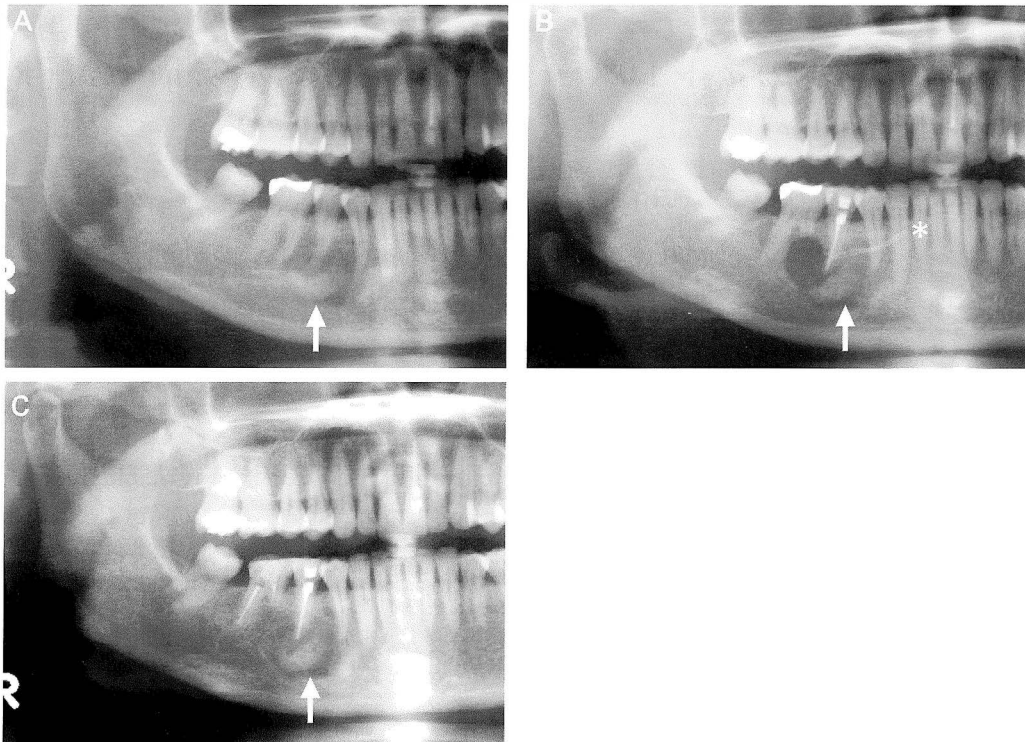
パノラマX線写真 A：初診時 51歯根尖付近にレントゲン不透過像が見られる（矢印）。B：病巣搔爬直後の所見。第1大臼歯近心根が切除されているが，51歯根尖付近のレントゲン不透過像は不変（矢印）。※はペンローズドレーンを示す。C（術後1年経過の所見）：搔爬部は骨で修復されている。初診時腫瘍性病変が疑われた51歯部歯根尖付近のレントゲン不透過像も変化は見られない（矢印）。
